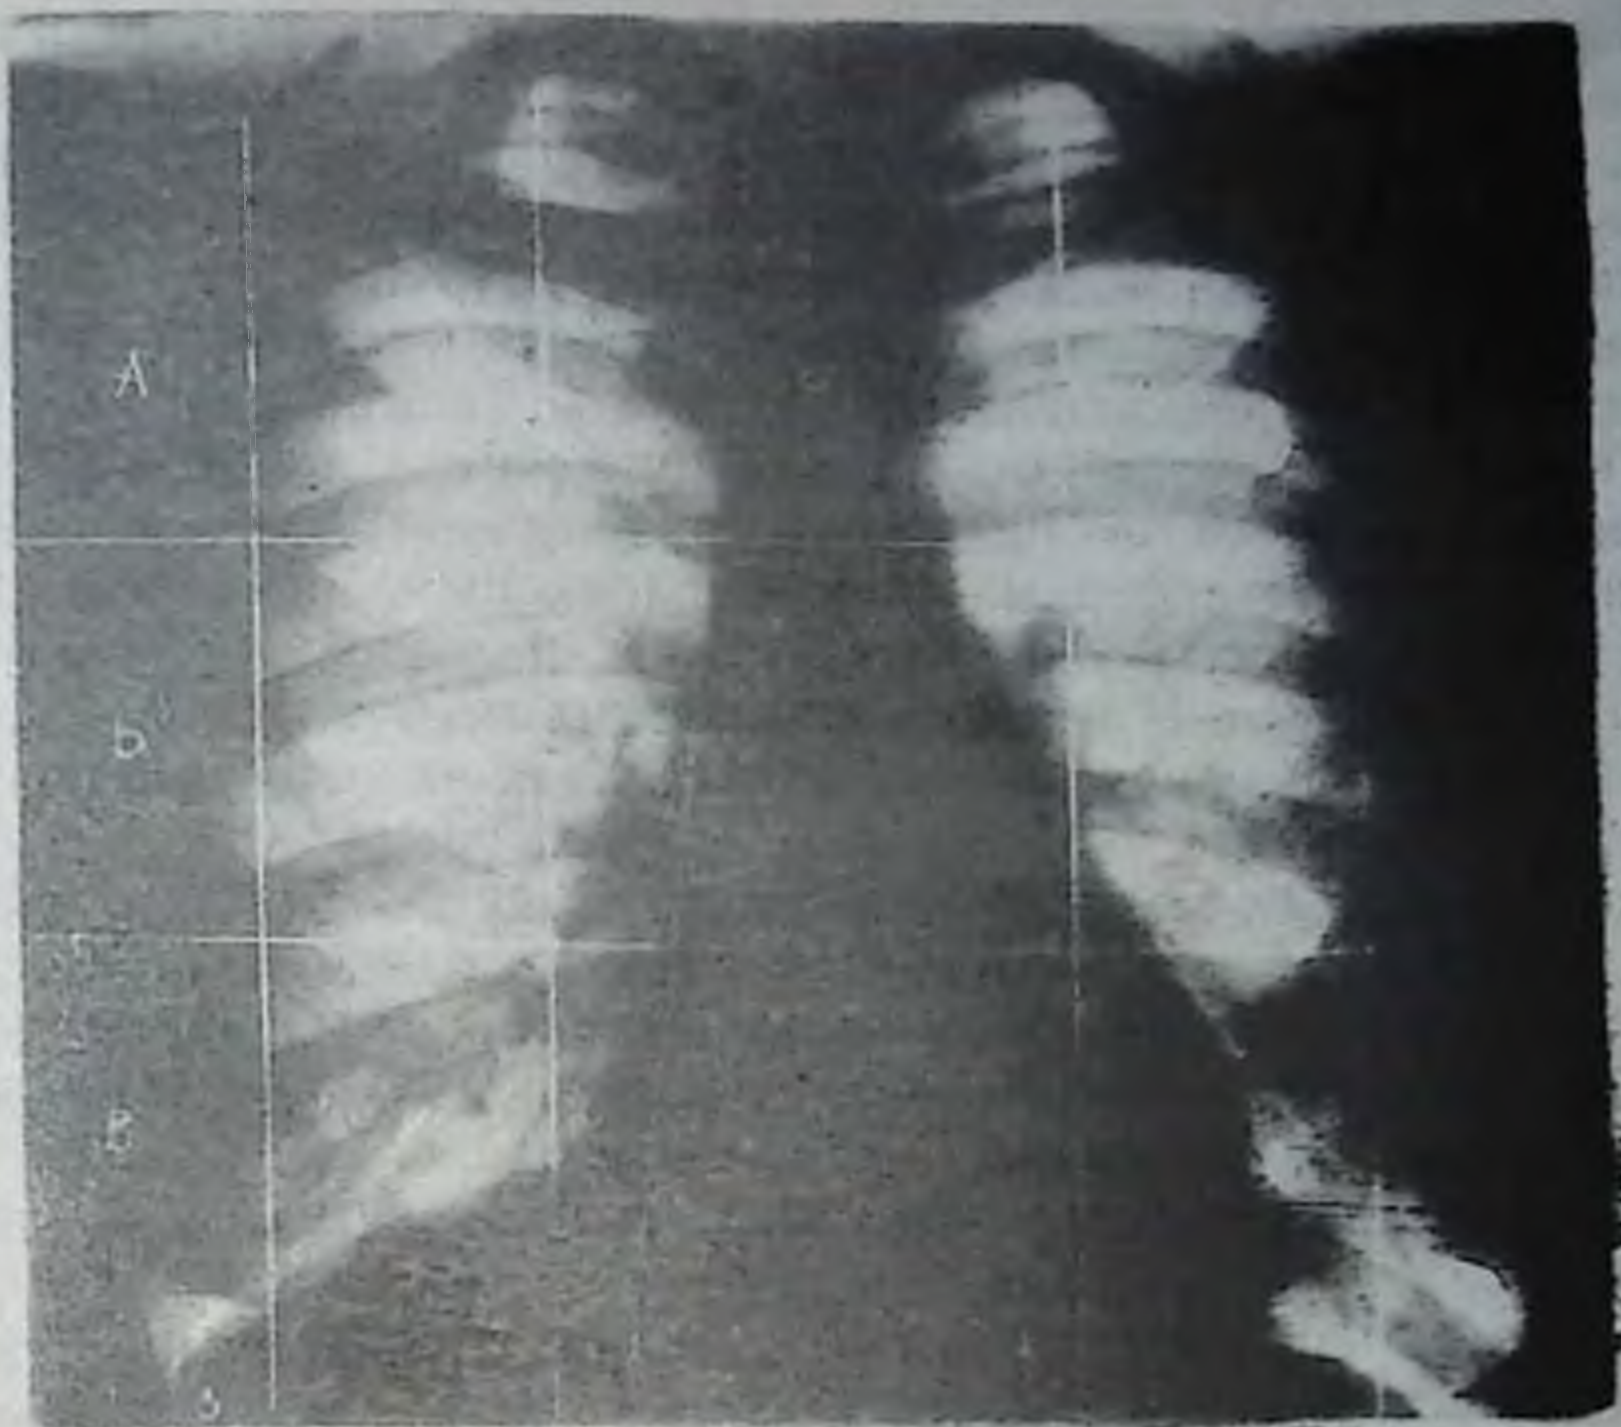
Рентгенограмма грудной клетки в прямой проекции. Деления легких на части и зоны. А — верхняя; Б — средняя; В — нижняя части:
